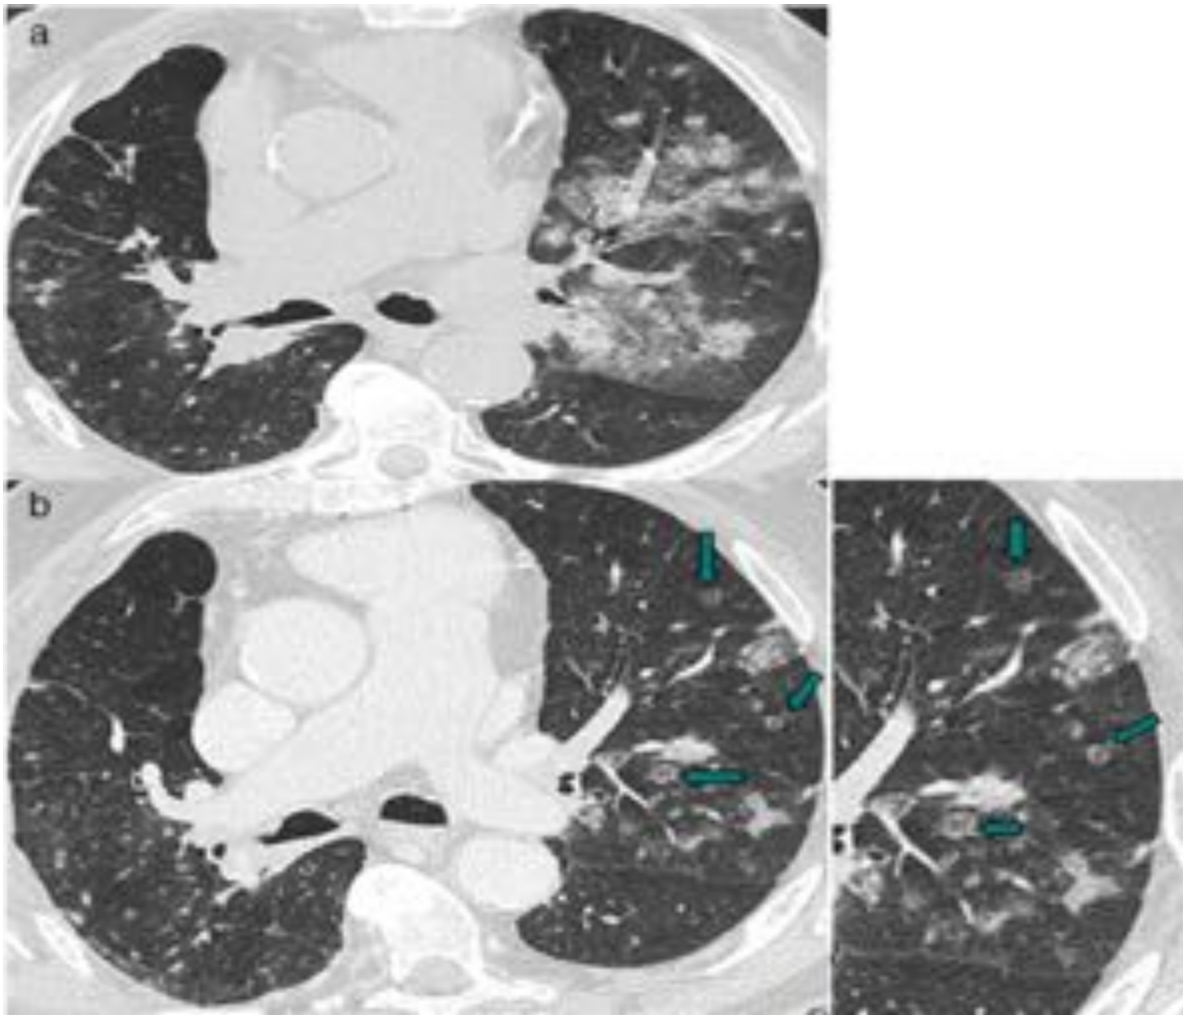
Varón de 76 años afecto de un ADK de pulmón en LID intervenido en mayo-2014. (a) TC (Jun-2015) donde se observan múltiples nódulos pulmonares bilaterales y condensaciones en vidrio deslustrado en el LSI positivas para MTS. (b) TC de control (Nov-2015) durante el tratamiento con quimioterapia; se evidencia respuesta parcial con resolución de la condensaciones y de los nódulos sólidos, algunos de los que persisten son de menor tamaño y presentan el SHI (flechas) como repuesta al tratamiento.
